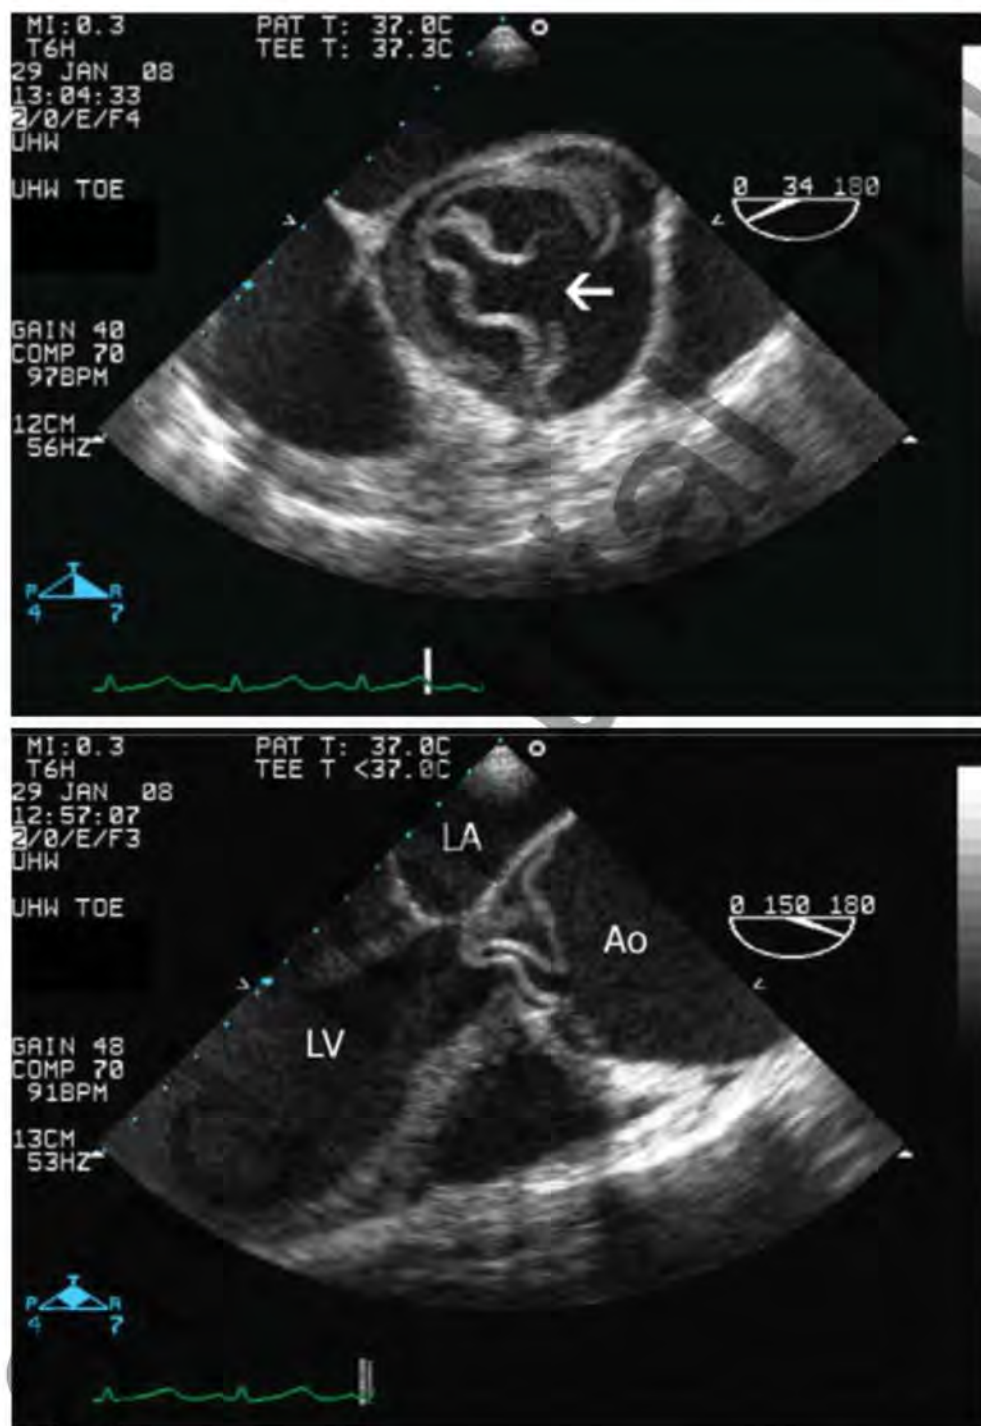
Чреспищеводная эхокардиография. Мобильный интимомедиальный лоскут, пролабирующий в полость левого желудочка и обуславливающий выраженную аортальную регургитацию. Проксимальная фенестрация в области корня аорты (показана стрелкой) у пациента с расслоением аорты тип А (слева – короткая ось, справа – длинная ось). LA – left atrium (левое предсердие); LV – left ventricle (левый желудочек); Ao – aortic root (корень аорты) [20]
